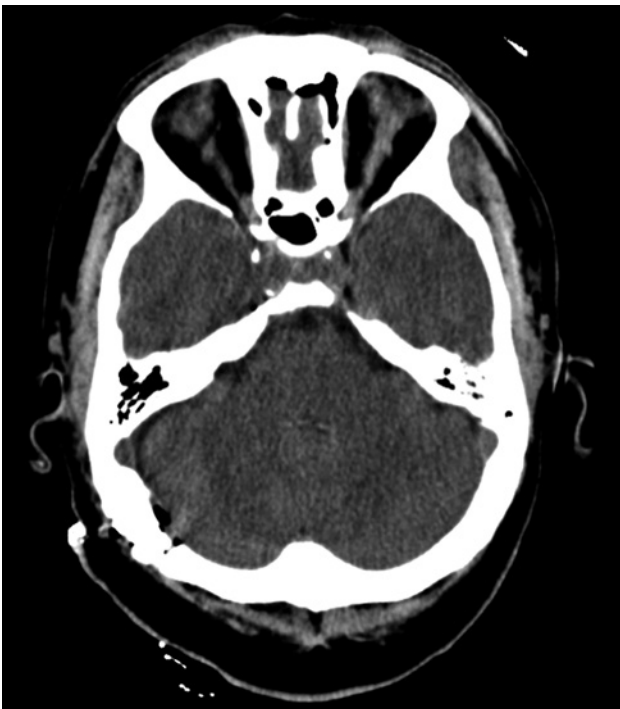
TC postquirúrgico a las 24h. Nótese la ausencia de contusiones cerebelosas o de neumocéfalo.
